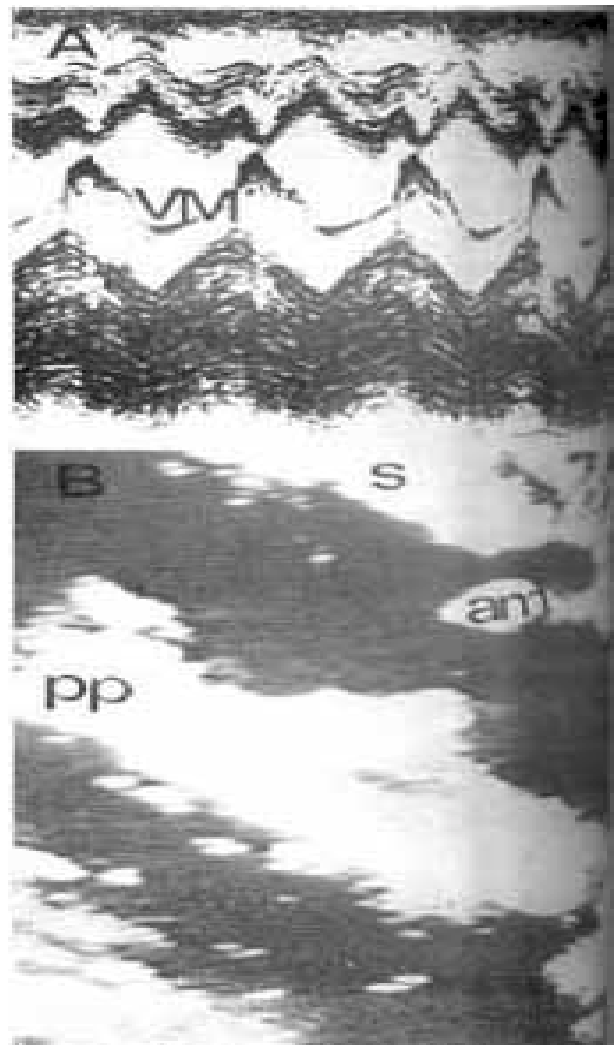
Ecocardiografia (une e bidimensional) ao nível da valva mitral, evidenciando espessamento da região póstero-basal do ventrículo esquerdo, englobando o folheto posterior da valva mitral. Presença de discreto derrame pericárdico. V. M. valva mitral. S: septo interventricular. pp. parede posterior do ventrículo esquerdo.
